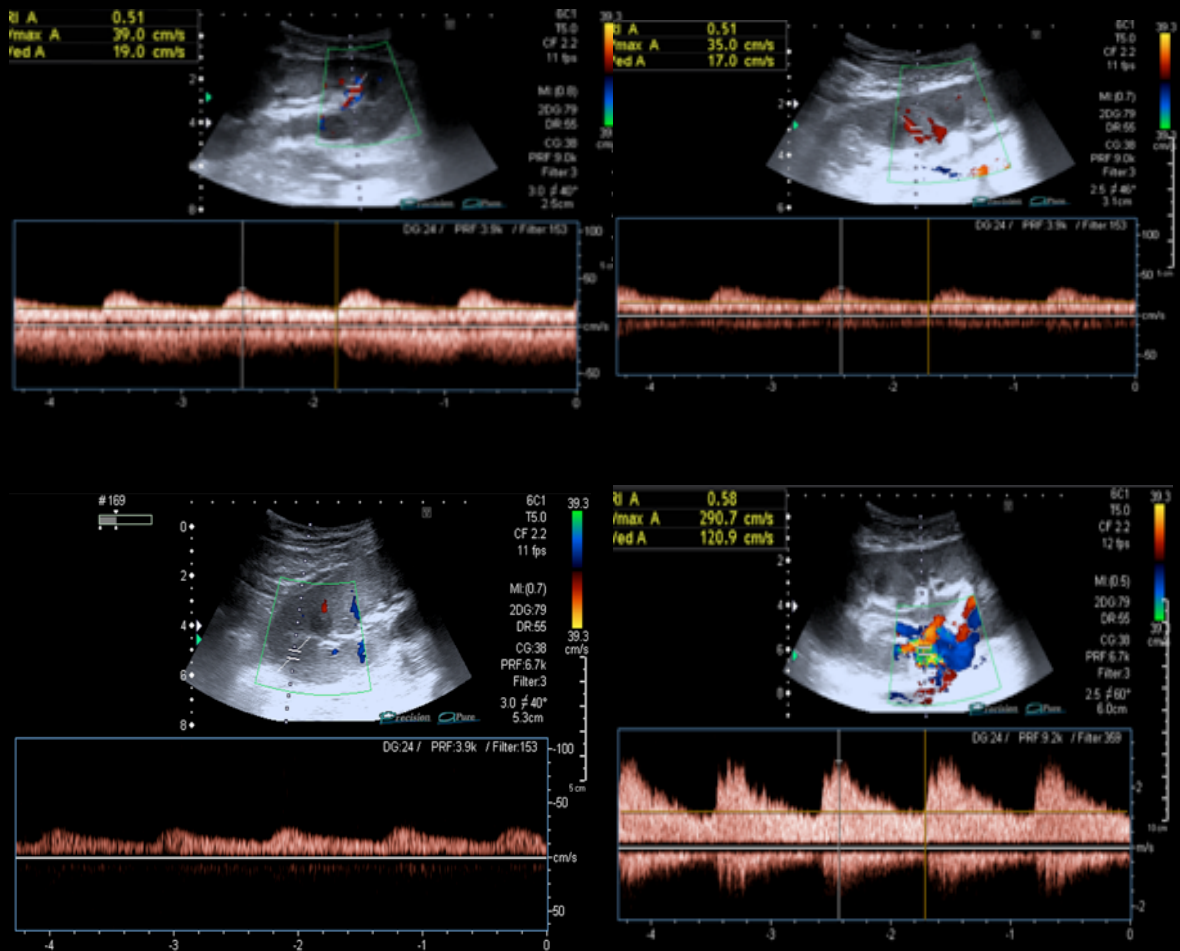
Ecografía-Doppler: el tamaño del injerto, contornos y ecoestructura son de aspecto normal. En el modo Doppler color se visualiza una discreta disminución de la vascularización intrarrenal y en la arteria renal del injerto se objetiva un foco de aliasing que sugiere estenosis. En modo Doppler espectral se registran unas curvas a nivel de las arterias corticales en “parvus et tardus” con índices de resistencia alrededor de 0.5. A nivel de la arteria renal las velocidades que se registran son elevadas (>290 cm/seg).
